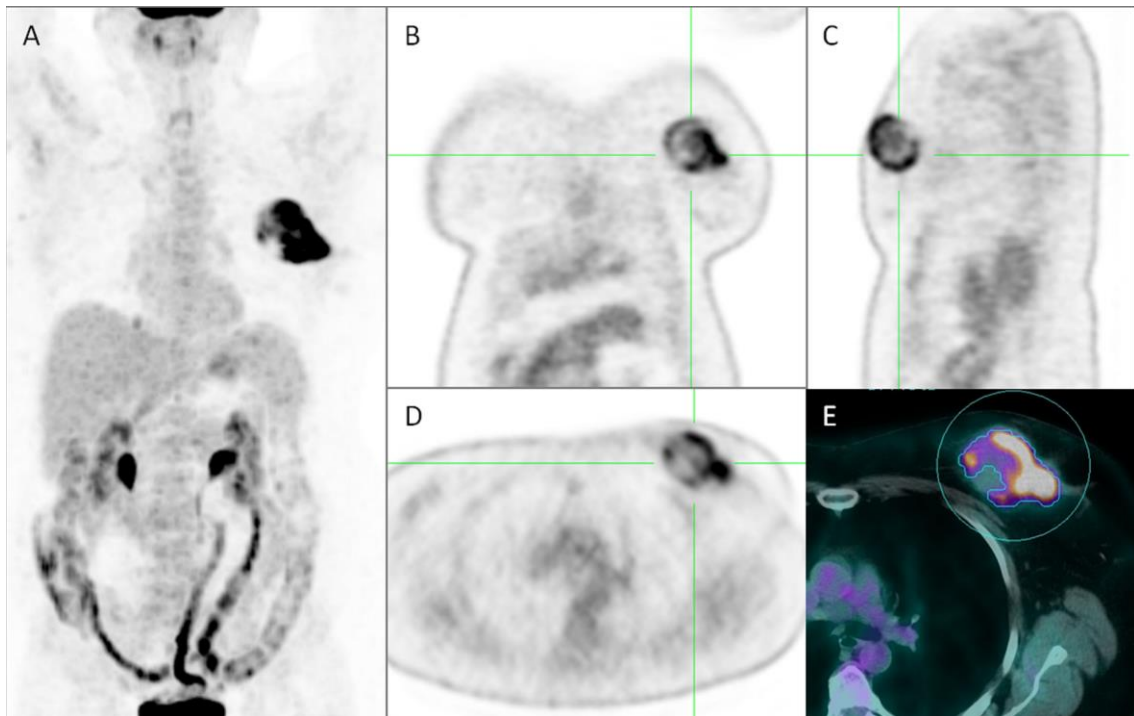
MIP, imágenes PET e imagen fusión. CM localmente avanzado izquierdo. SUVmáx de 12,7, SUVmed de 4,3, VMT de 100,3 cm³ y TLG de 431,3 g. Fuente: Jimenez Ballvé A, García Esquinas M, Salsidua Arroyo O, Serrano Palacio A, García Saenz JA, Ortega Candil A, et al. Papel pronóstico del volumen metabólico tumoral y de la glucólisis tumoral en los estudios ¹⁸F-FDG PET/Tc de estadificación del cáncer localmente avanzado de mama. REv Esp Med Nucl Imagen Mol 2016; 35 (6): 365-372
